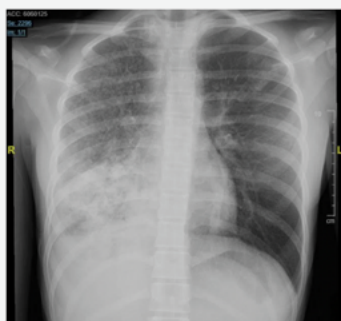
Radiografía de tórax previa al alta del caso clínico 1. Condensación difusa del LID y patrón reticular en LSD.
